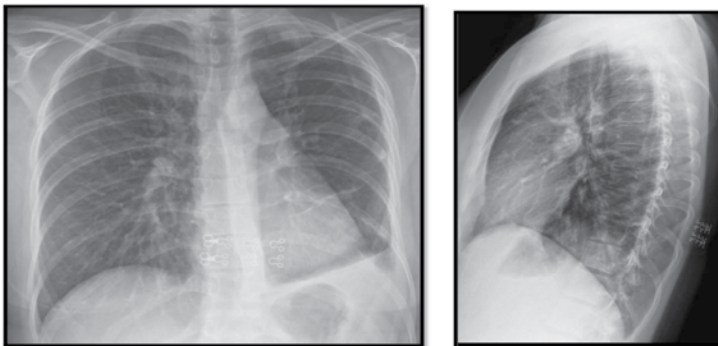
Chest radiographs at the first admission to the clinic
